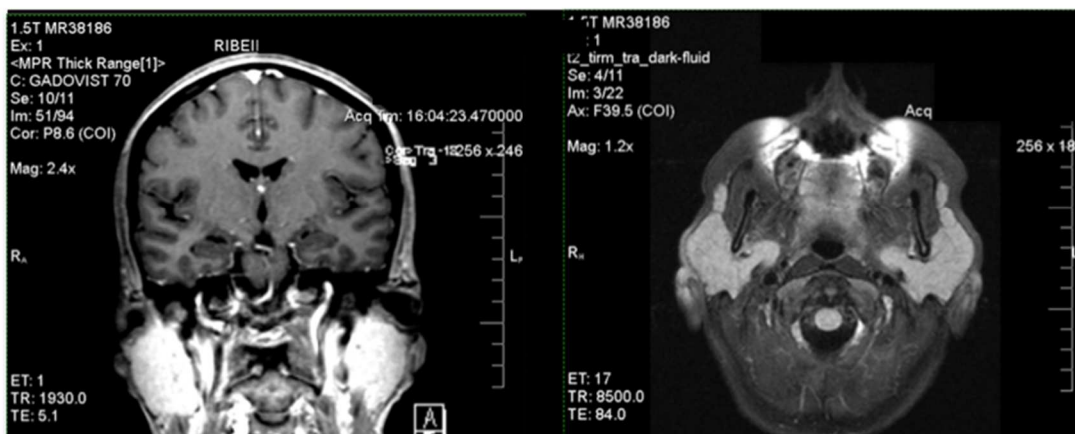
Ressonância magnética do crânio mostrando hipertrofia parotídea bilateral.
